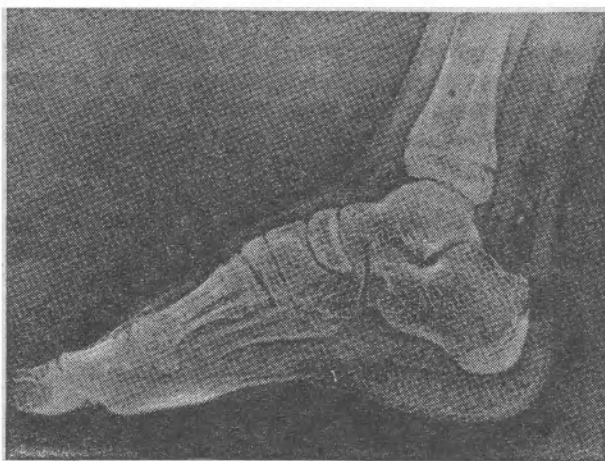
Электрорентгенограмма стопы.
